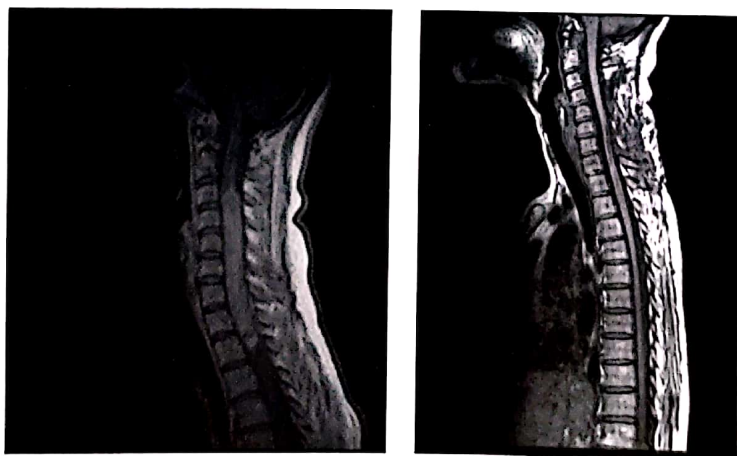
Ependimom cervical ablat total. În stânga, aspect IRM preoperator. În dreapta, aspect IRM postoperator la 2 ani.
